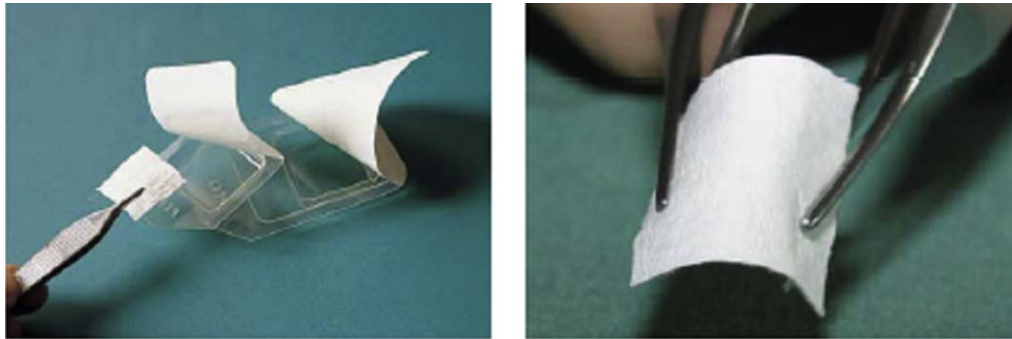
Clinical and Radiographic Assessment of the Efficacy of a Collagen Membrane in Regenerative Endodontics: A Randomized, Controlled Clinical Trial. Tomado de Jiang X<sup>88</sup>
